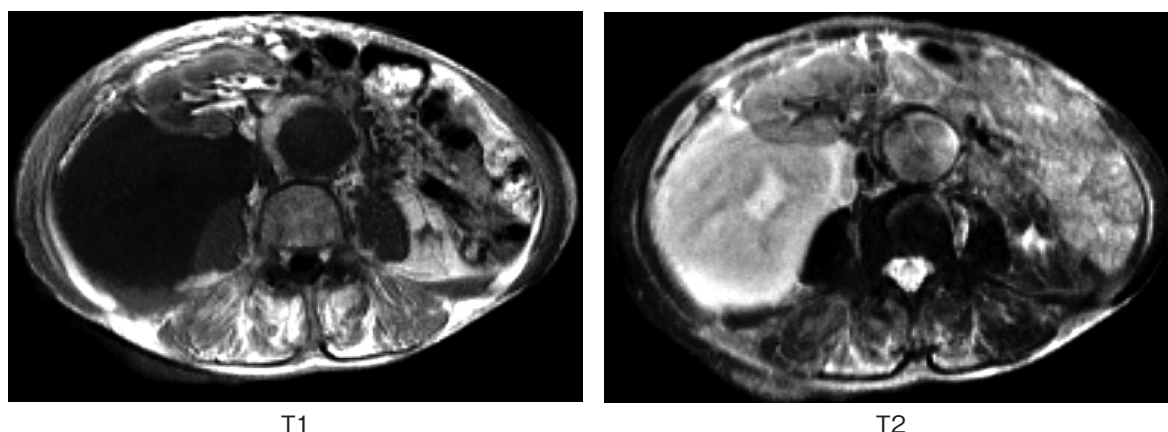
MRI T1-weighted image showed a mass of low intensity in the right-sided retroperitoneum. T2-weighted image showed a mass of high intensity within septum-like low intensity area.
